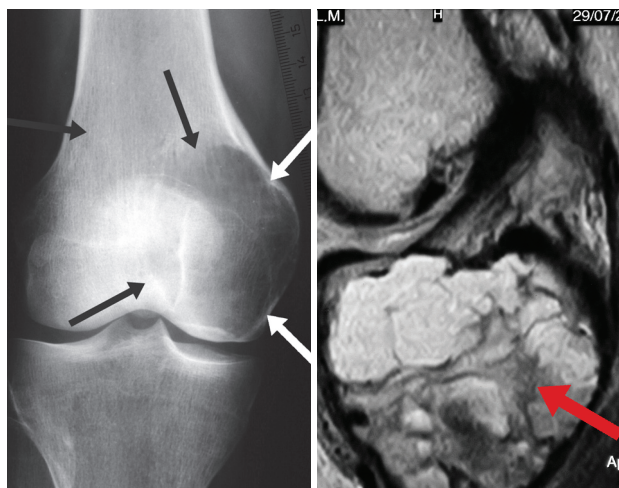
Крупный очаг ГКО дистального эпиметафиза бедра, стадия II по Enneking. Контур опухоли четкий, перифокальный остеосклероз и периостальные регенераты отсутствуют. Рентгенограмма больной *М*, 39 лет.
